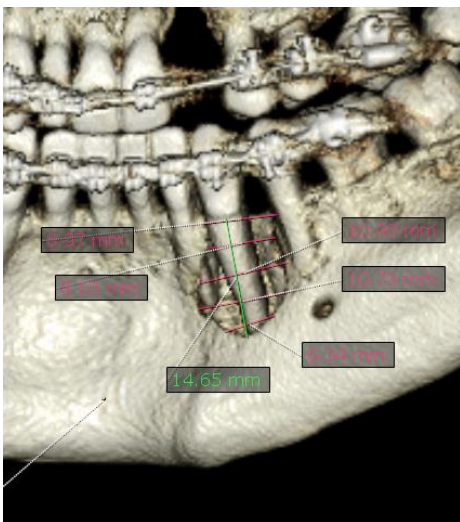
Vista 3D tomografía volumétrica con mediciones de defecto óseo.
